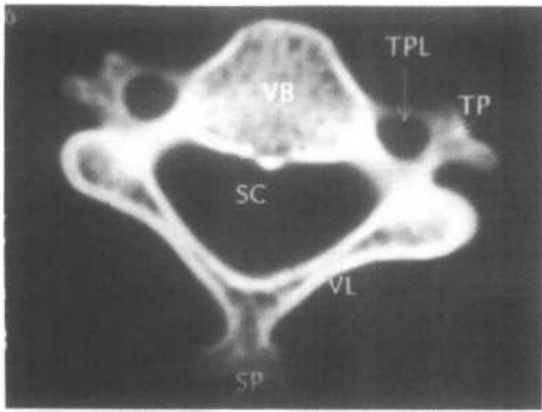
颈椎 CT 解剖 (CT 平扫)
